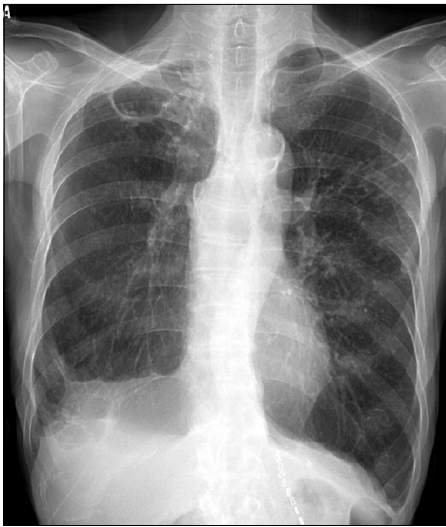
M. intracellulare* pulmonary disease of the upper lobe cavitory form in a 72-year-old man. Chest radiograph shows thin-walled cavity in the right upper lobe.
